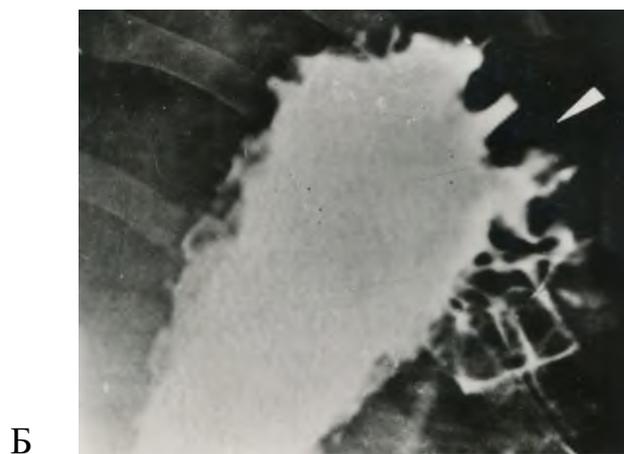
Рентгенограмма желудка больного Б. 40 лет. Диагноз: сегментарная ВПГ. Стрелкой отмечены варикозно расширенные вены. А-тело желудка и Б-фундальный отдел желудка.
